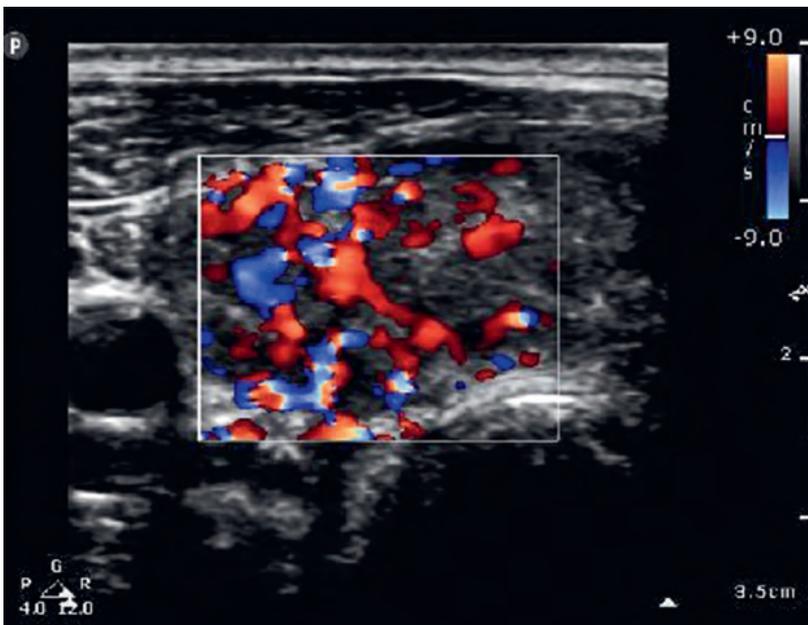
Farbdopplersonographie der Schilddrüse («thyroid inferno»).
